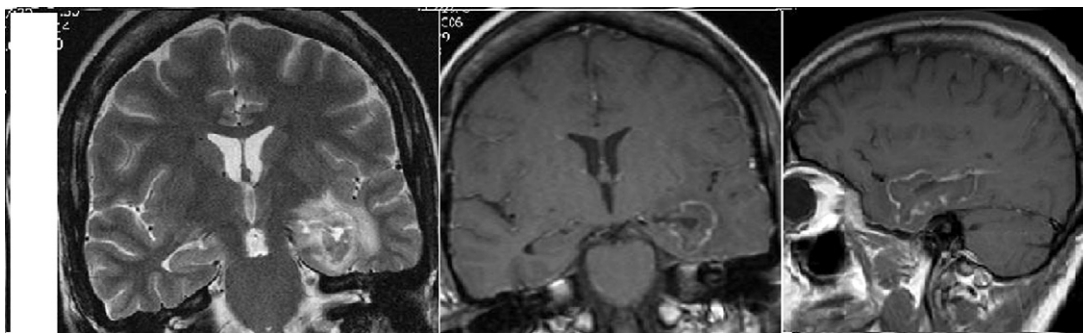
Early postoperative MRI: the typical thermo-coagulation lesion encompassing AHC (left panel: TSE T2WI coronal plane; middle panel: post-contrast SE T1WI coronal plane; right panel: post-contrast SE T1WI sagittal plane).
